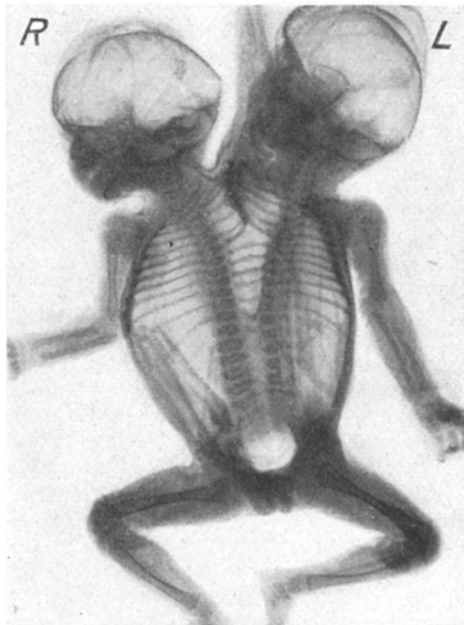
Röntgenübersichtsaufnahme.
